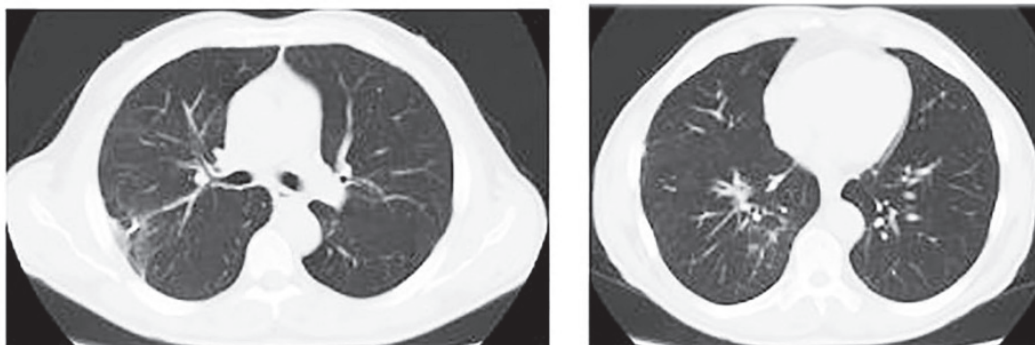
КТ легень хворого Л. (від 21 листопада 2024 р.): значне зменшення плевральної реакції після біопсії правої верхньої частки, поява там же дрібних ніжних пневмонічних інфільтратів
